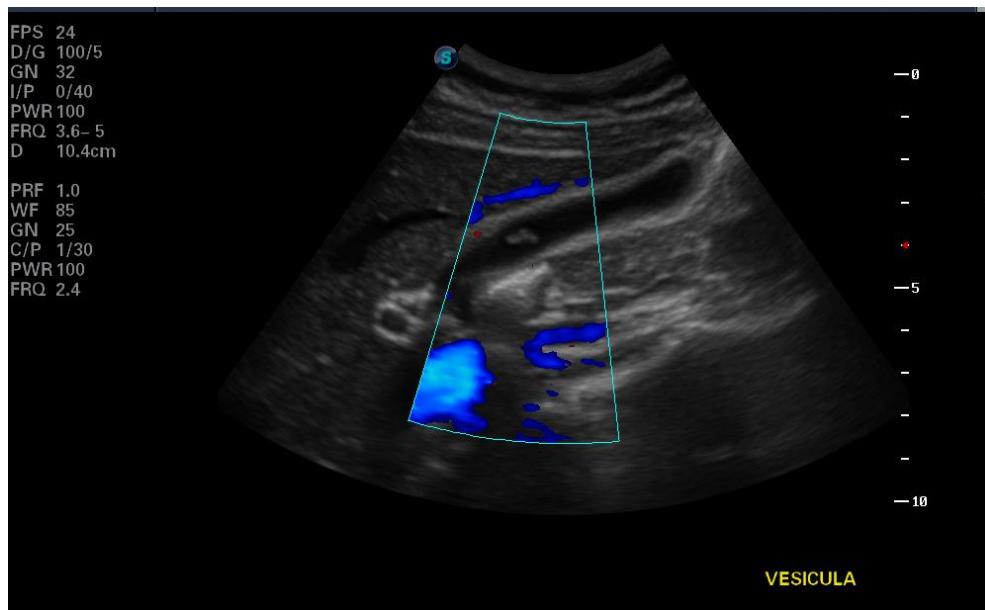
Pólipo biliar en corte longitudinal, Doppler.*
